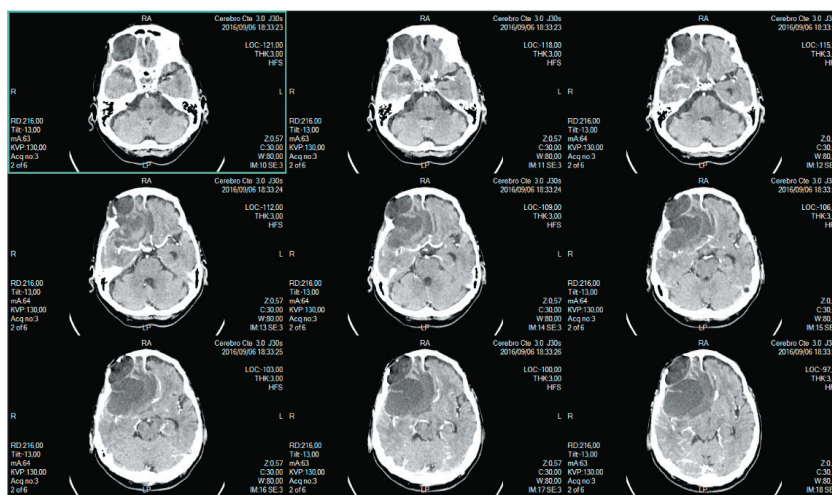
Tomografía Axial Computarizada de cráneo con contraste, antes de la resección quirúrgica
